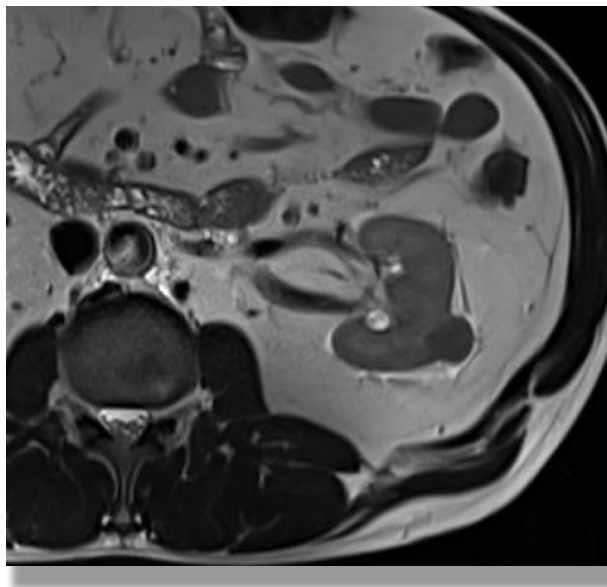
Tumor renal quístico izq. visualizado en resonancia magnética (T1)
